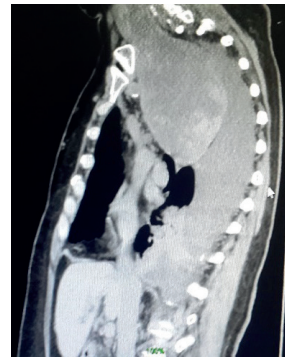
TAC de tórax lateral
